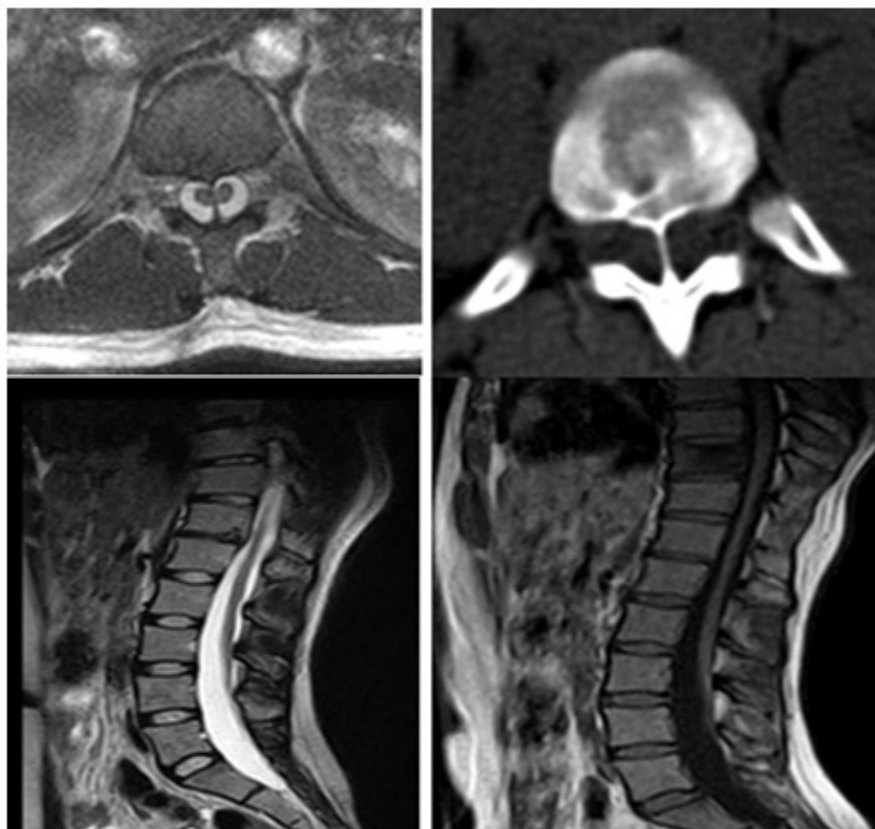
Imágenes de resonancia magnética y tomografía de columna dorso lumbar en las que se observa la presencia de diastematomielia tipo I y médula anclada.
